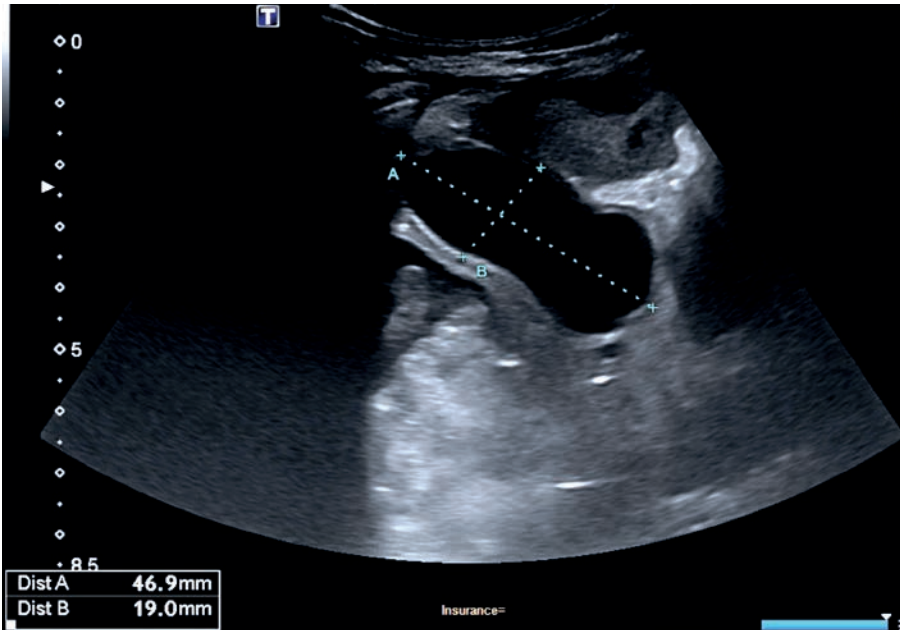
Ecografía abdominal al mes de vida.
